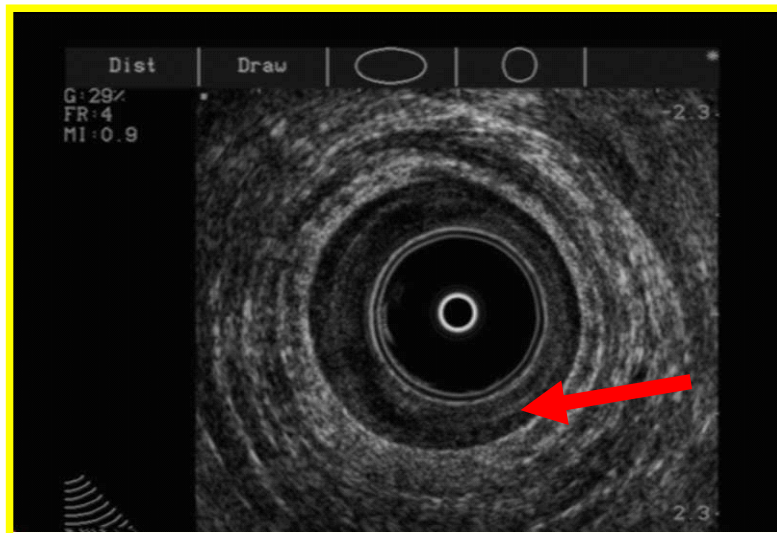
Ultrasonido endorrectal que identifica al esfínter anal externo.
